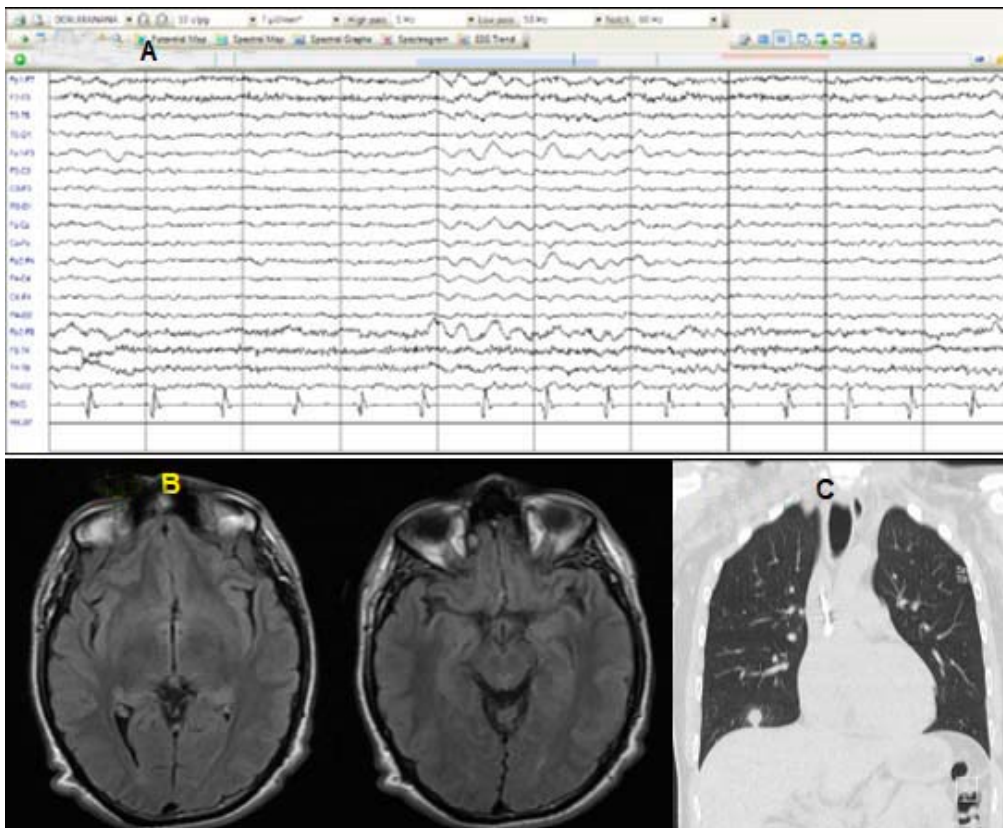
A) electroencefalograma anormal por ondas lentas polimorfas y monomorfas, no rítmicas, de mediana a gran amplitud en frecuencia delta theta de 3-5 Hz en región frontocentral bilateral. B) Resonancia magnética de encéfalo en secuencia T2 FLAIR corte axial, que presenta cambios de intensidad en lóbulos temporales. C) Tomografía axial computarizada de tórax corte sagital, que muestra nódulo pulmonar hacia la base derecha.
